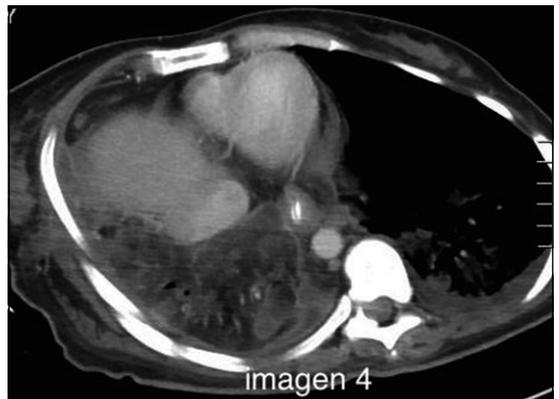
Tomografía computada de tórax (técnica de tejido blando).
